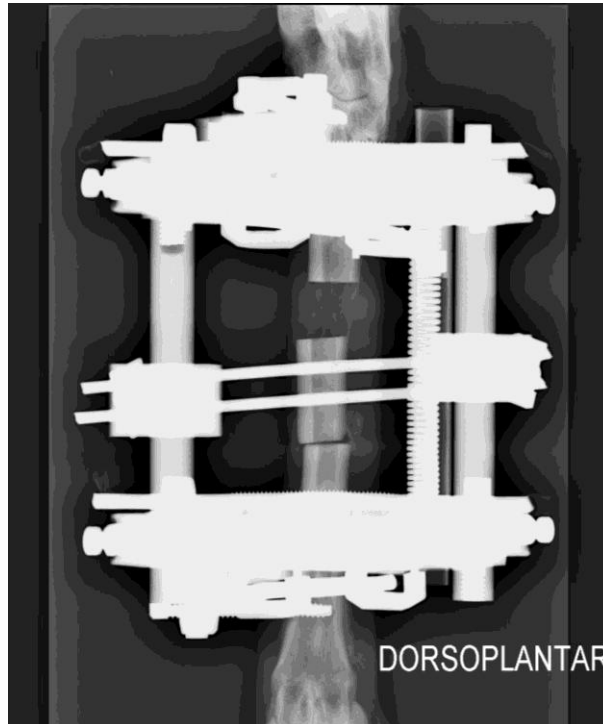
Radiografía del día 29 tras la cirugía.
